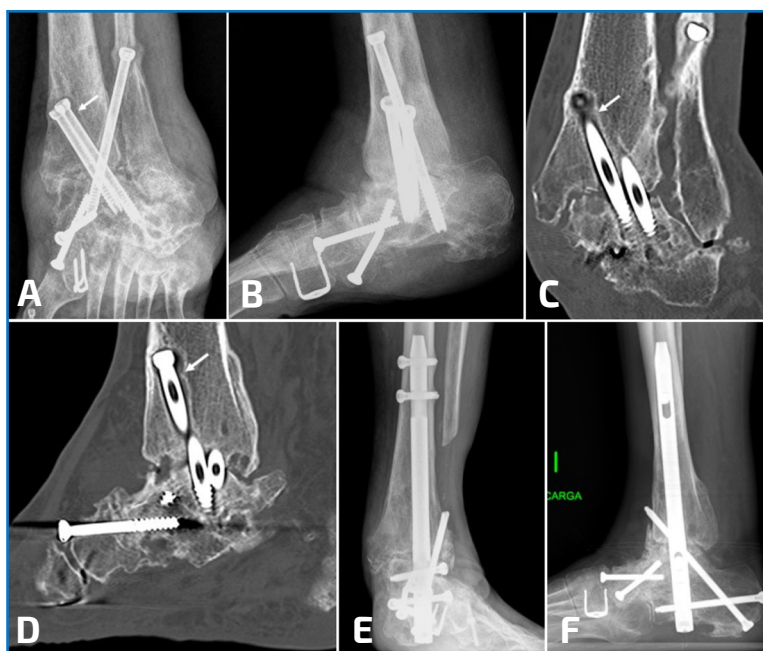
Artrodesis tibiotalar y astragaloescafoidea en mujer de 74 años con pie plano valgo adquirido y choque (impingement) lateral. Radiografía de tobillo anteroposterior (A) y lateral (B) y reconstrucciones de TC en el plano coronal (C) y sagital (D) realizadas 9 meses tras la cirugía. Extracción de material de osteosíntesis de tornillos en calcáneo de artrodesis subastragalina previa. Fusión ósea completa subastragalina y astragaloescafoidea. Ausencia de fusión ósea (pseudoartrosis) tibioastragalina con aflojamiento del tornillo (flecha), que requirió nueva cirugía con artrodesis tibiotalocalcánea mediante clavo retrógrado (E-F).
